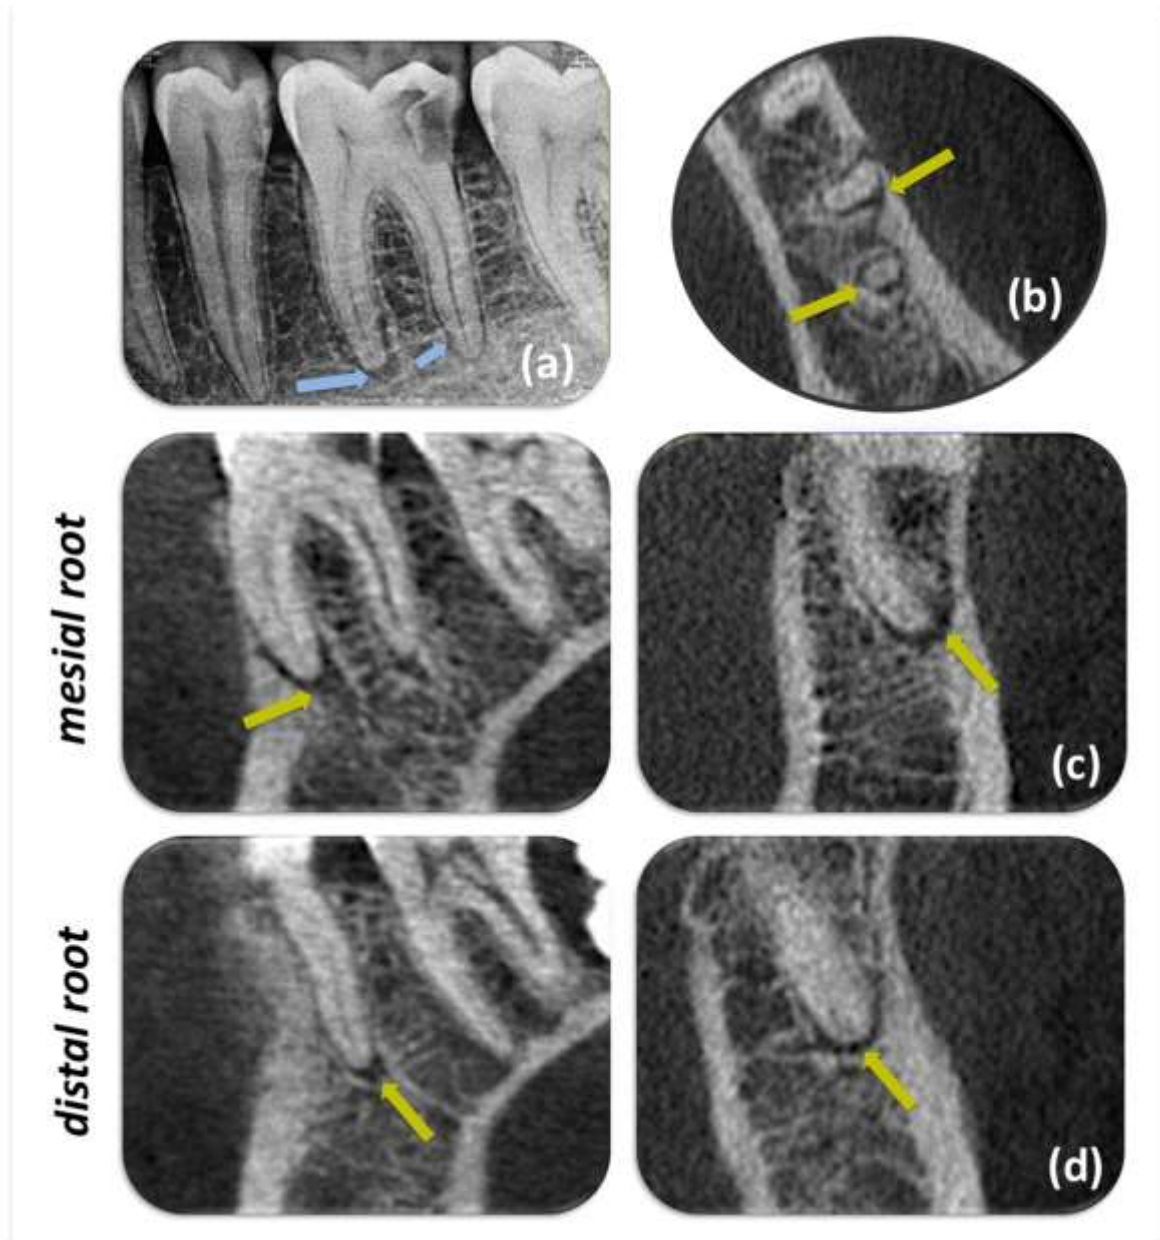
(a) Periapical (PA) radiograph shows PA radiolucencies (blue arrows) associated with the mesial and distal root of the left mandibular first molar. (b) The axial cone-beam computed tomography (CBCT) image confirms the presence of PA radiolucencies at the mesial and distal root. (c,d) The sagittal (left) and coronal (right) reconstructed CBCT images also confirm apical radiolucencies at both roots.
